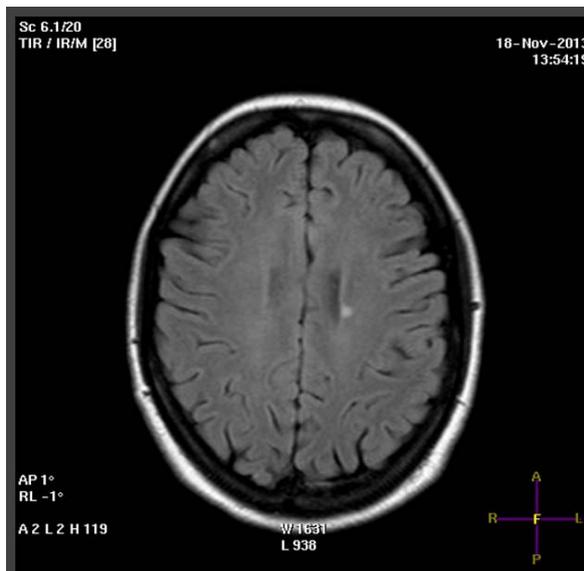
МРТ пациентки Т. через 18 мес. после АуТМСК
